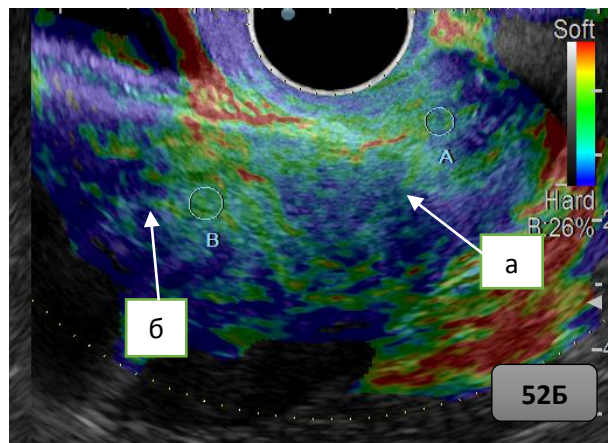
Рисунок 52Б — Ультразвуковая томограммы шейки матки через 6 месяцев после сочетанной лучевой терапии (равномерное окрашивание шейки матки и миометрия: IV эластотип): а) шейка матки; б)миометрий.
